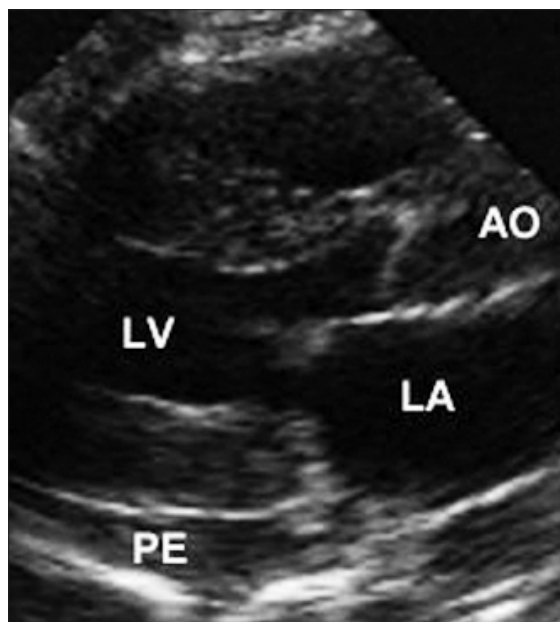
Ecocardiogramma B-mode, in proiezione parasternale asse lungo: si osserva ipertrofia delle pareti del ventricolo sinistro e l'aspetto granulare suggestivo di deposito di amiloide.
